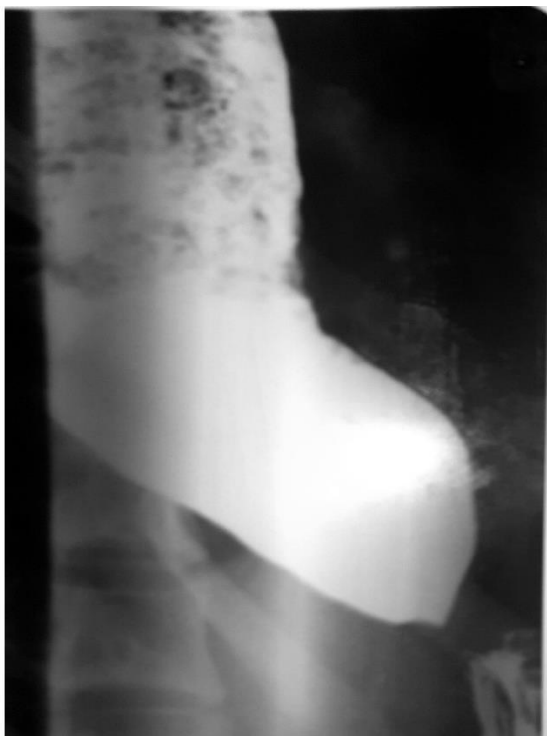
Рентгенограмма пациента 60 лет, III группа, 4-ая стадия АК, до операции. (Комментарии к рисунку предоставлены в тексте)
